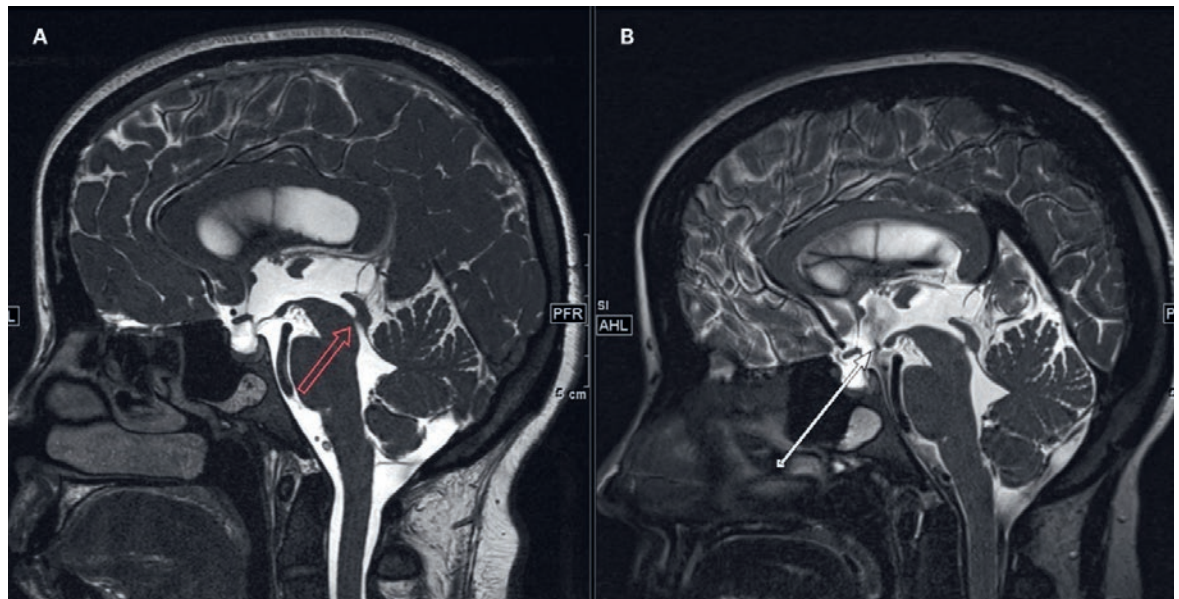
A) Sagittale Magnetresonanztomogramm-Aufnahmen in T2-Gewichtung mit markierter Aquäduktstenose (roter Pfeil) und B) postoperativ mit markierter Drittventrikulostomie und Flussartefakt (weisser Pfeil).
